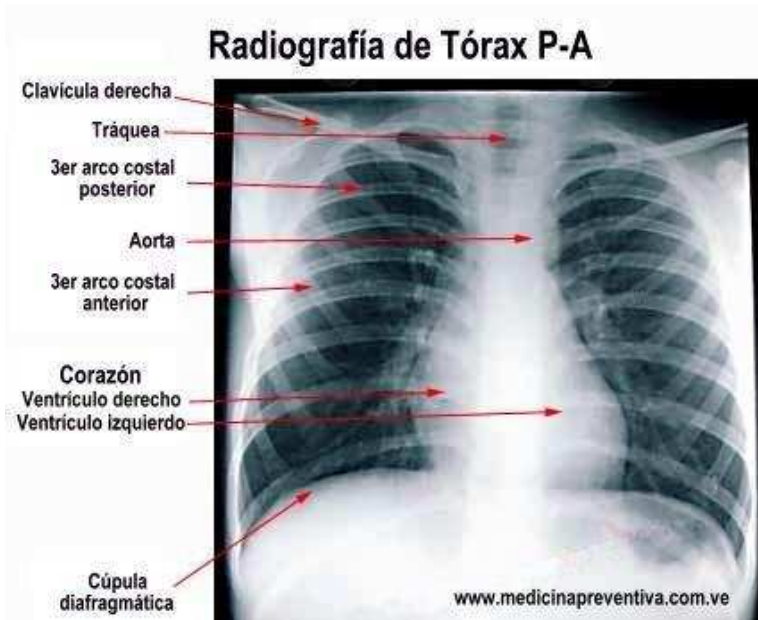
Radiografía de tórax de un paciente normal, donde se observa presencia de clavículas, tórax relativamente simétrico, costillas con una orientación normal.³⁸
